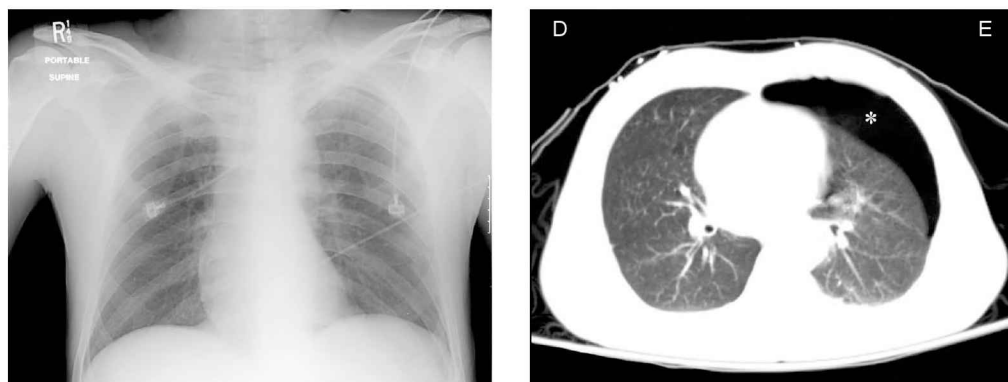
Uma imagem de raio X portátil e de TC do tórax em um homem jovem com traumatismo fechado de tórax. Um pneumotórax anterior é evidente na imagem da TC (indicado pelo asterisco), mas não é aparente no raio X.
